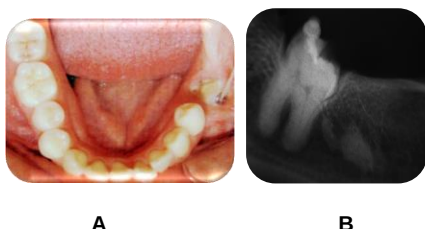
Primer registro diente 37 (Marzo-2010). A. Fotografía intraoral, B. Radiografía periapical
